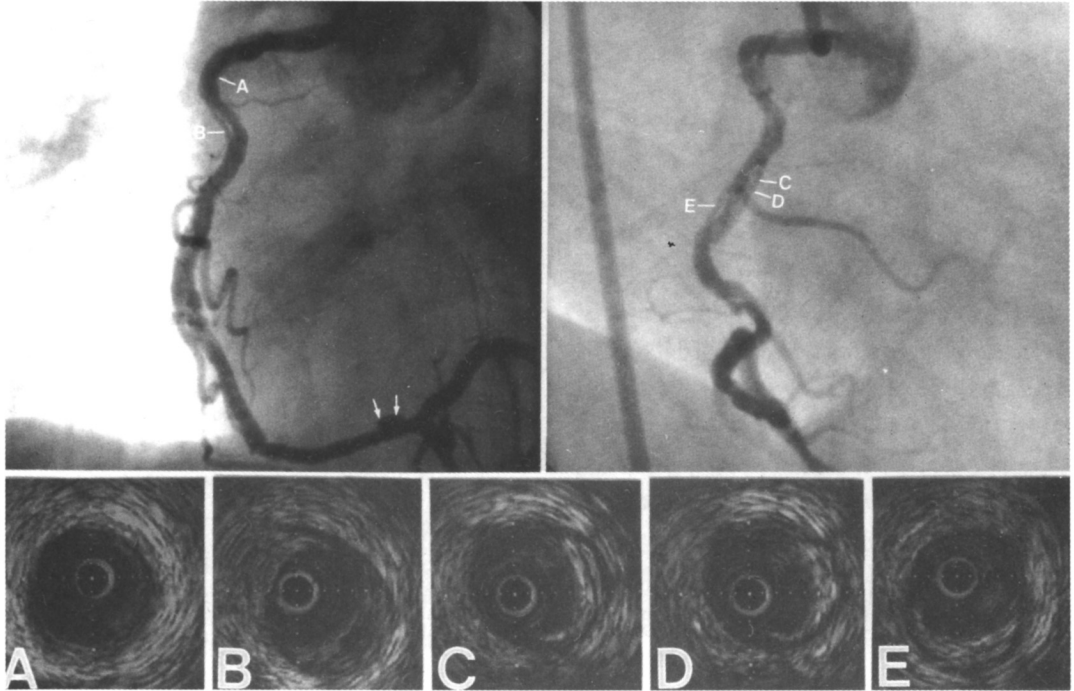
Coronary angiogram of case 1(upper panel); The right coronary artery is seen from a left anterior oblique (upper left) and a right anterior oblique projection(upper right). Multiple linear dissections are seen at the whole mid third of the artery. Also ulcerated plaque is seen in the distal third before bifurcation(arrow). Intracoronary ultrasound(lower panel): atheroma is evident(A-E), multiple semicircular intimal flaps are seen as a echolucent line(B-E). The dissection extending into media is also visible(B).
